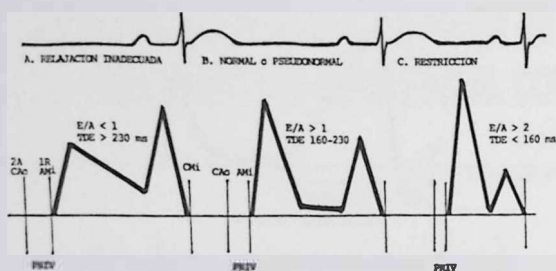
Patrones doppler de llenado mitral en la miocardiopatía restrictiva. El patrón B, PSEUDONORMAL, intermedio en la evolución de la enfermedad, puede ser indistinguible de un patrón normal. CAO: cierre aórtico. AMi: apertura mitral. CMI: cierre mitral.
